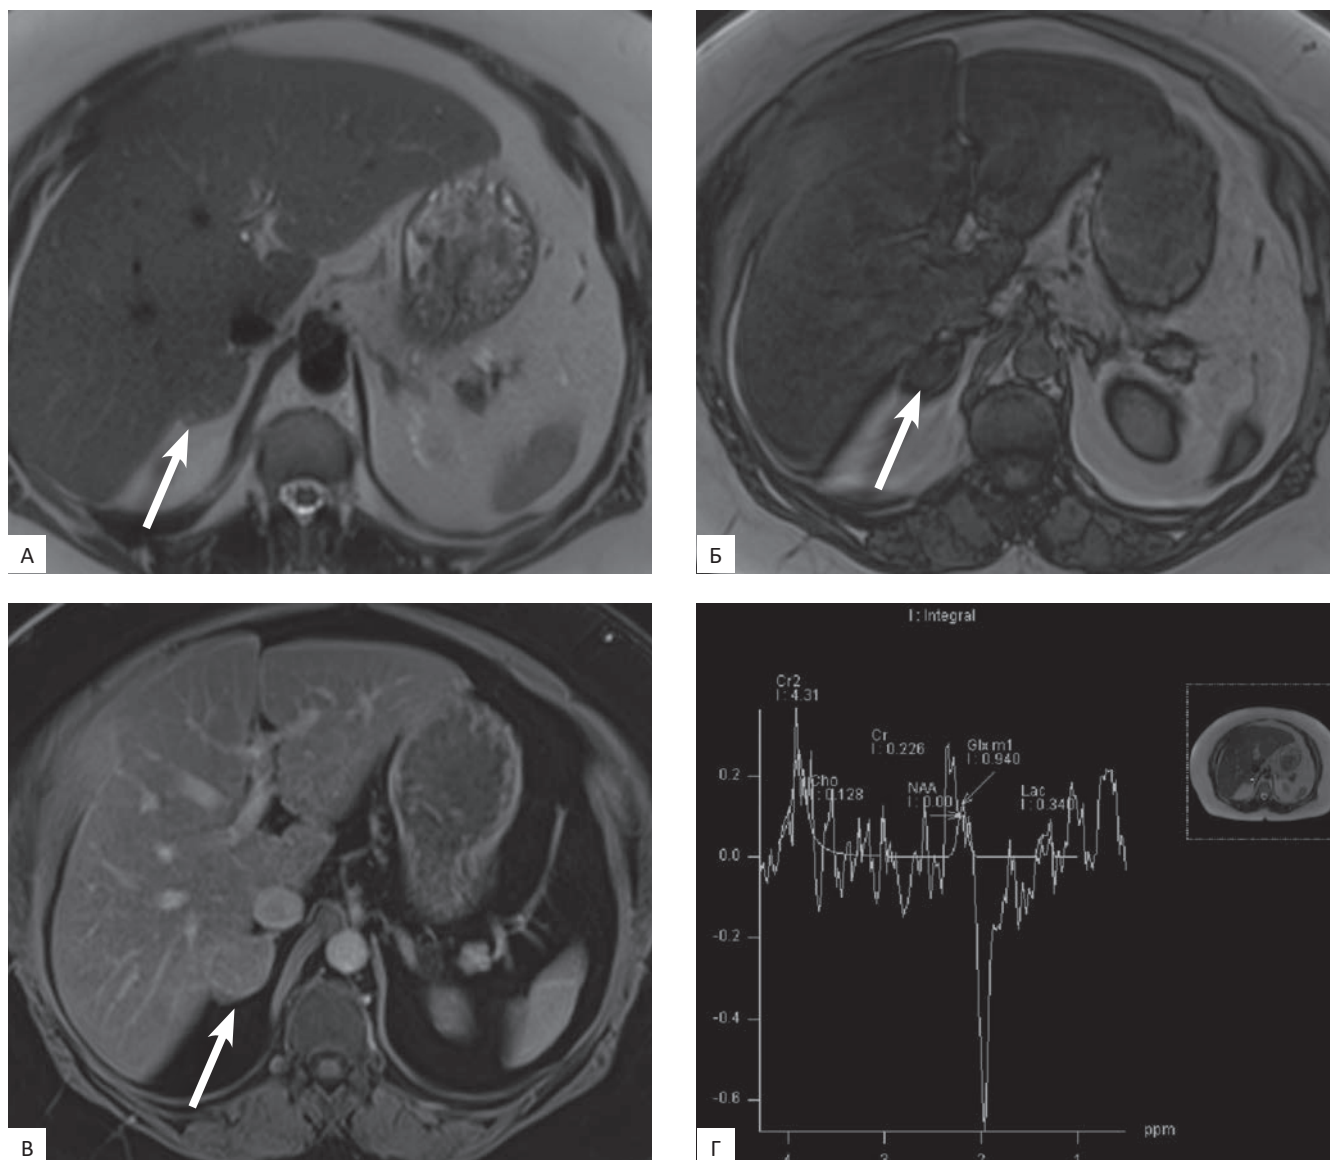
Аксиальные МР-томограммы абдоминальной области женщины 54 лет с аденомой правого надпочечника.
